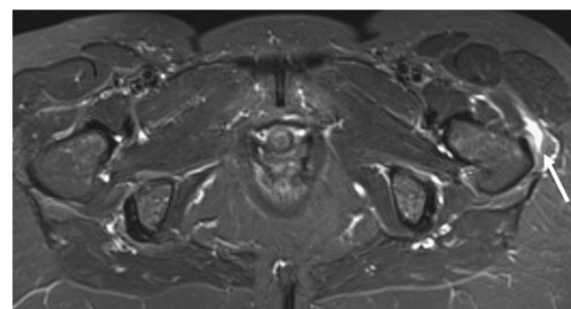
Pelvic enthesitis in a 44-year-old female with no rheumatological condition. Axial fat-saturated STIR MR image shows enthesitis at the left greater trochanter as soft tissue inflammation (*arrow*)
